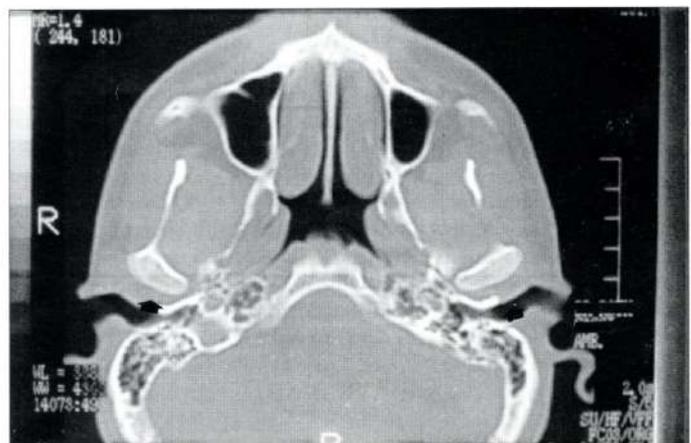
Integridade das estruturas ósseas da articulação temporomandibular demonstrada, onde os côndilos intactos estão indicados por setas na tomografia computadorizada.
